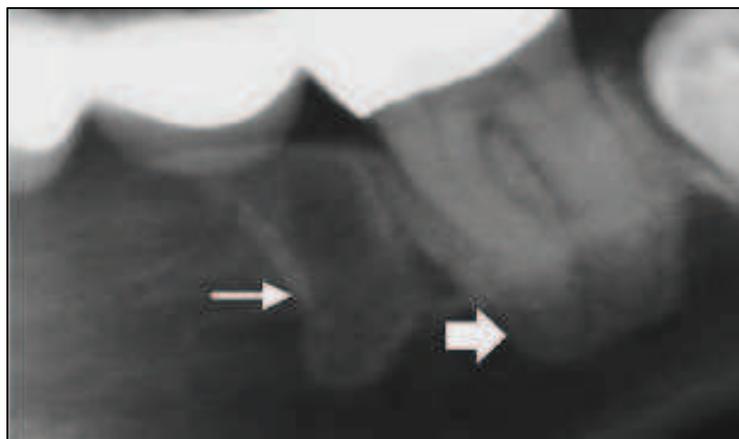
RADIOGRAFIA PERIAPICAL. ZONA RADIOLUCIDA EN PACIENTE QUE USA BIFOSFONATOS
